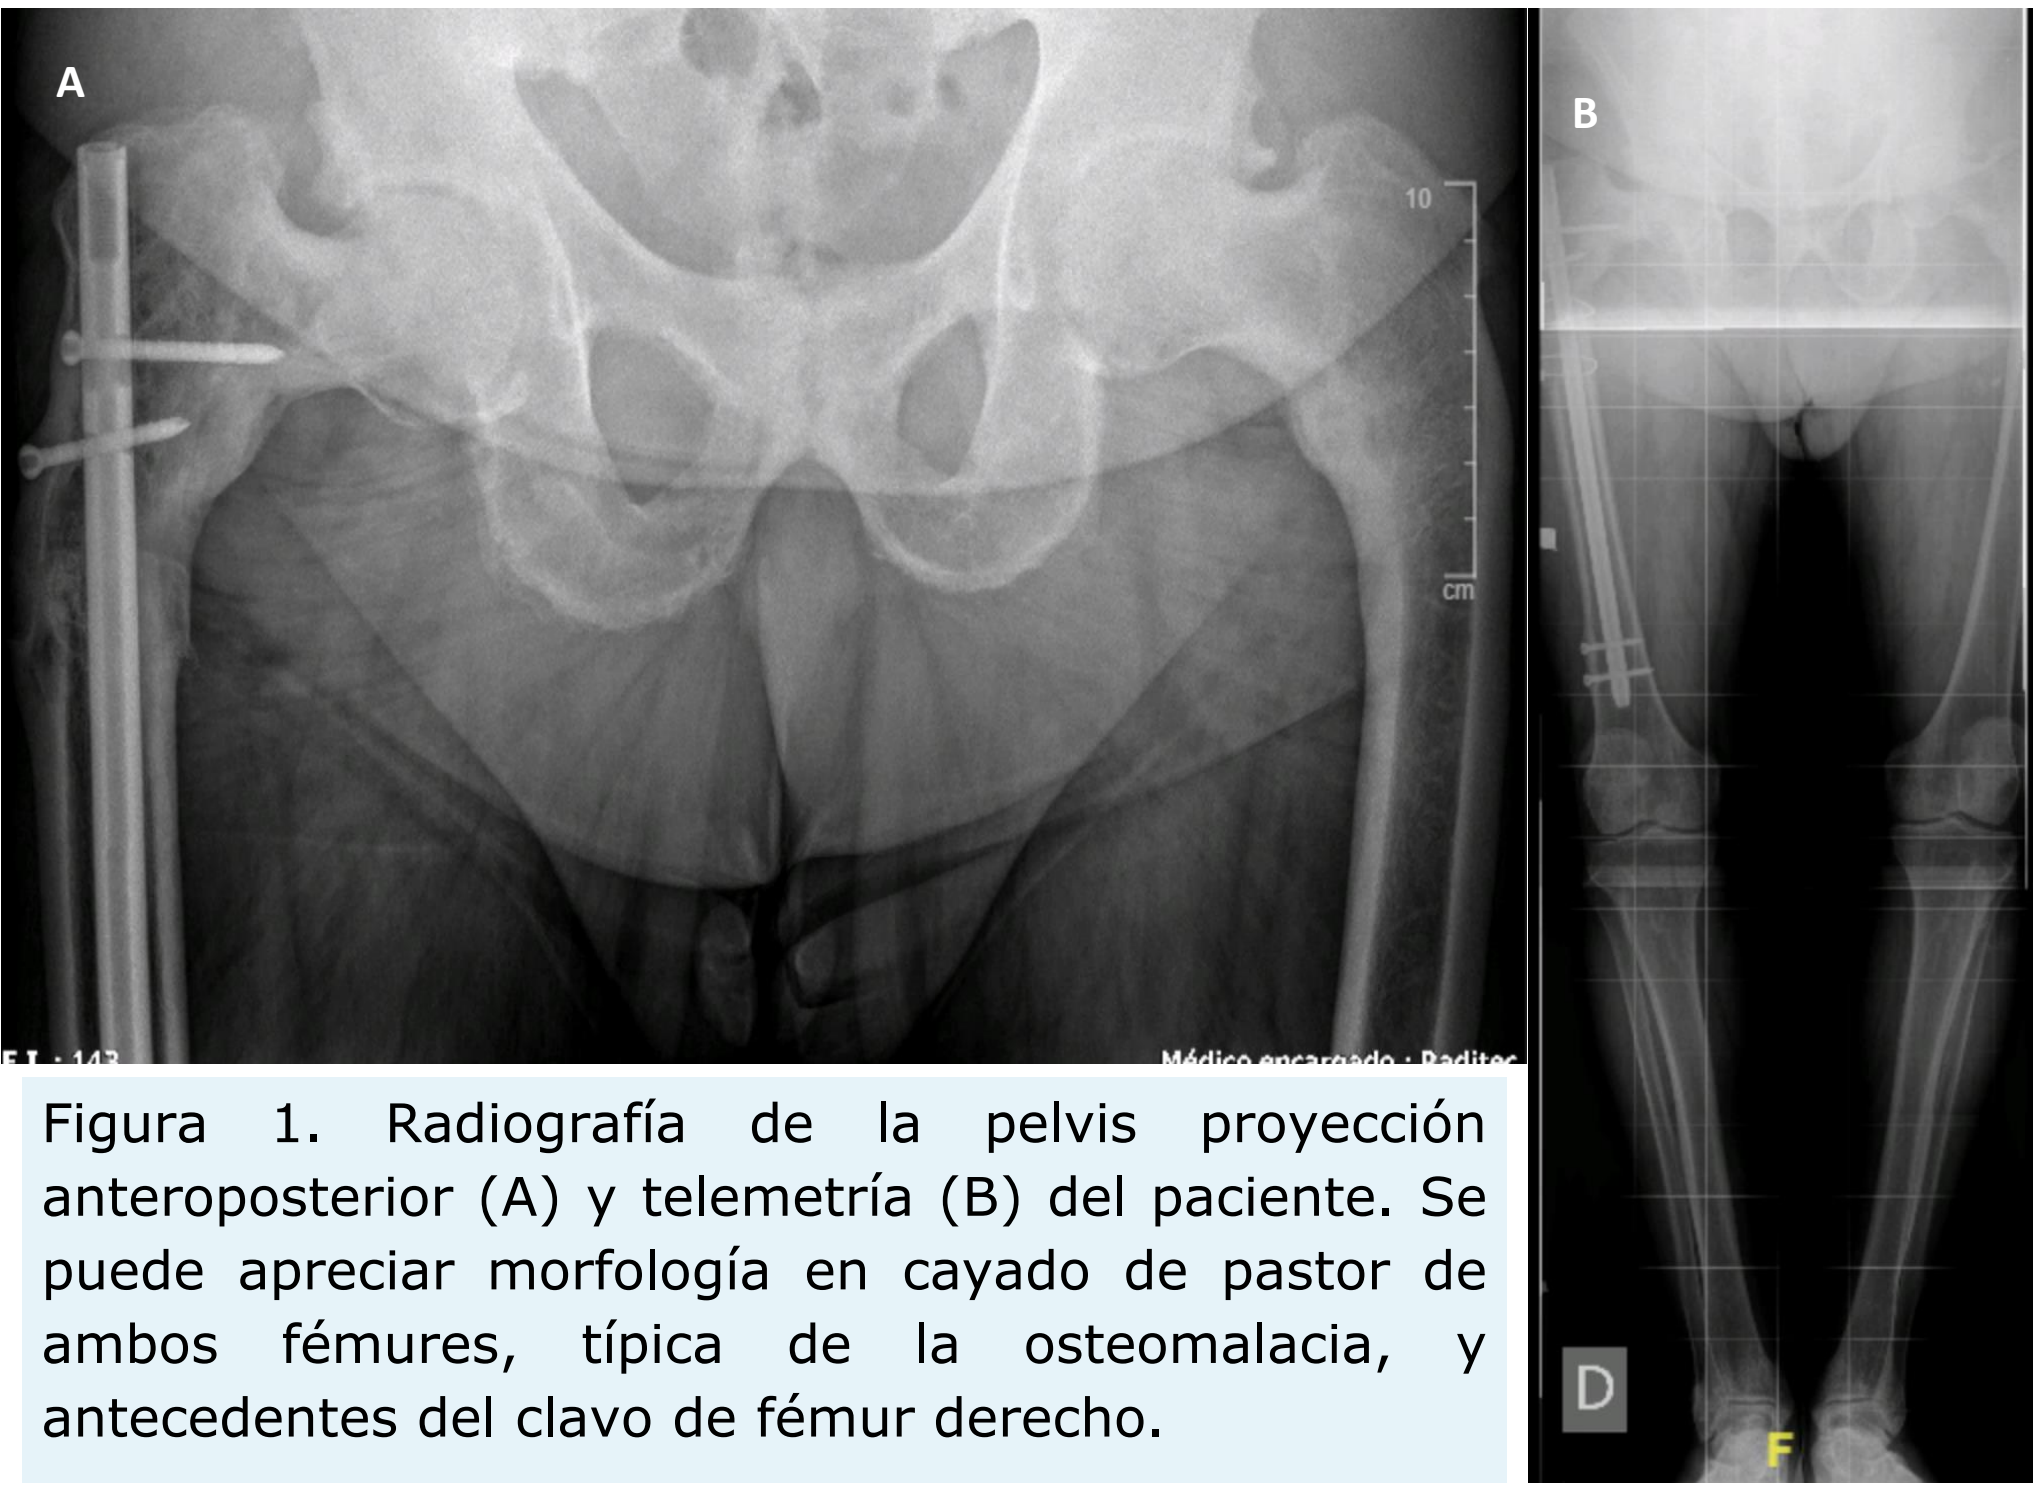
Radiografía de la pelvis proyección anteroposterior (A) y telemetría (B) del paciente. Se puede apreciar morfología en cayado de pastor de ambos fémures, típica de la osteomalacia, y antecedentes del clavo de fémur derecho.
